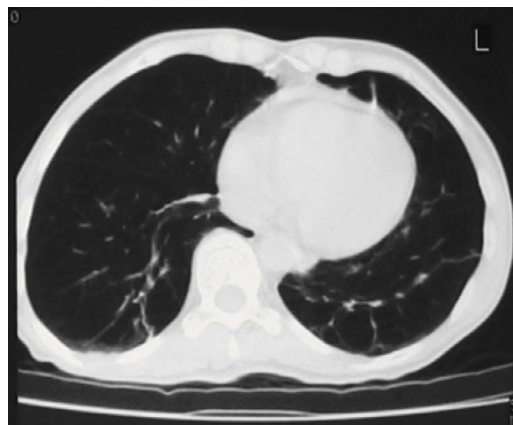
TC torácica com áreas de enfisema associadas a zonas de densificação linear
